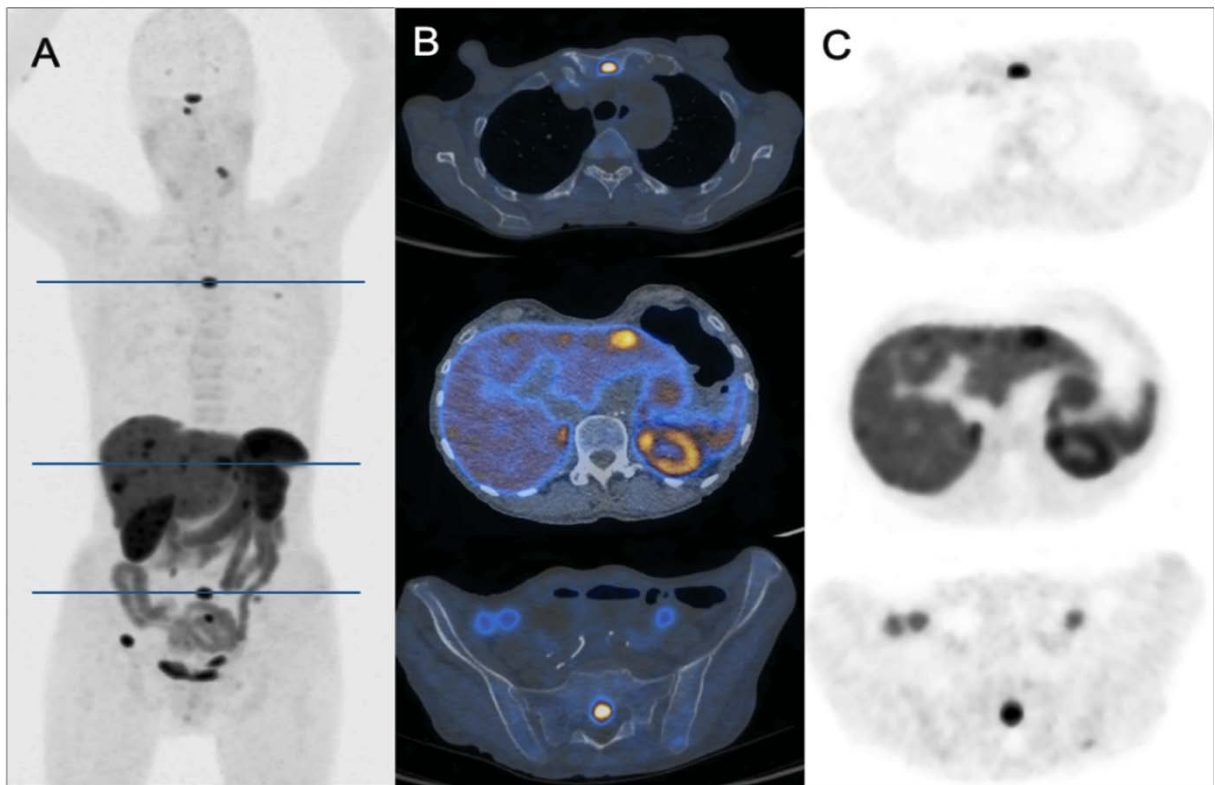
TEP/TDM au ^{68}Ga chez une patiente de 78 ans présentant une TNE de l'intestin grêle avec métastases hépatiques et osseuses.
